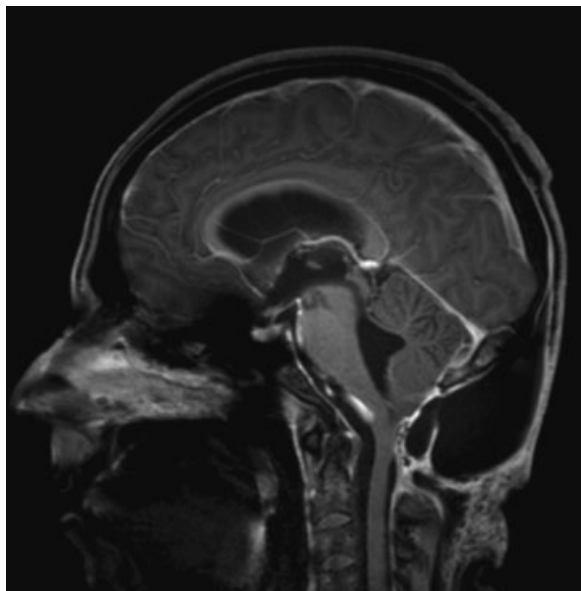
RM de encéfalo pós-operatória ponderada em T1 com contraste, no corte sagital, evidenciando ressecção completa da lesão tumoral, com centralização do tronco encefálico e quarto ventrículo livre.
